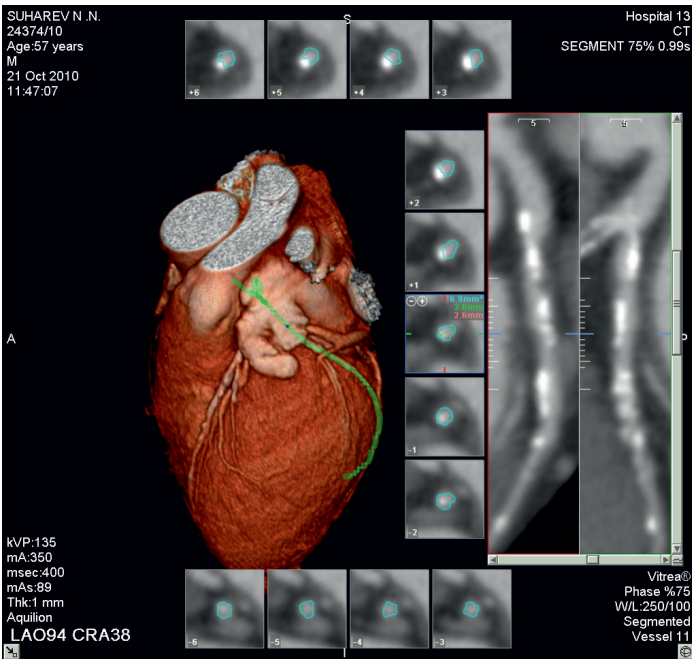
КТ-коронарография, проведенная методом мультиспиральной компьютерной томографии с внутривенным болюсным контрастированием ультравистом. Кальциноз трех основных коронарных артерий.
